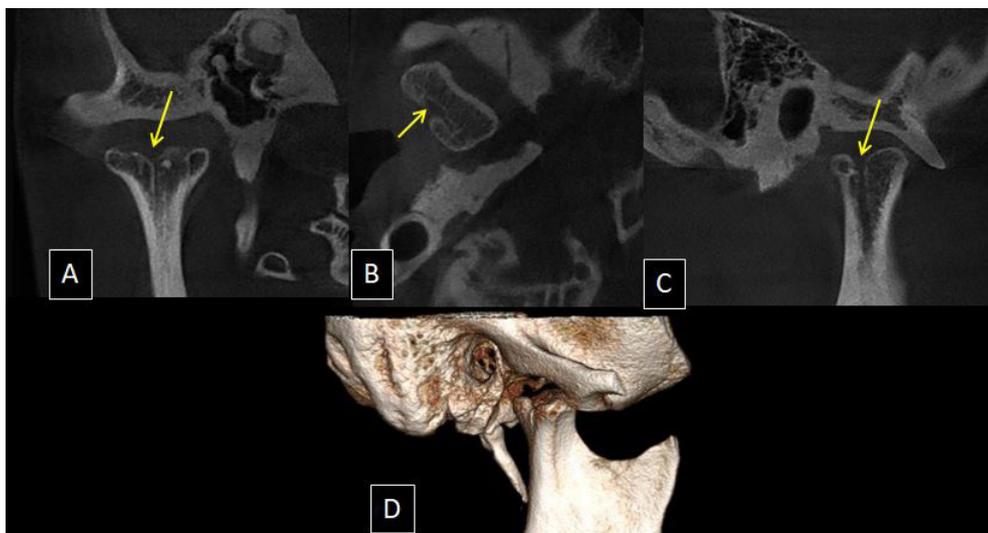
Imagens de tomografia Cone Beam do lado direito da ATM corte coronal: (A) corte coronal; (B) corte axial; (C) corte sagital; (D) imagem 3D; sinalizando a bifurcação condilar
